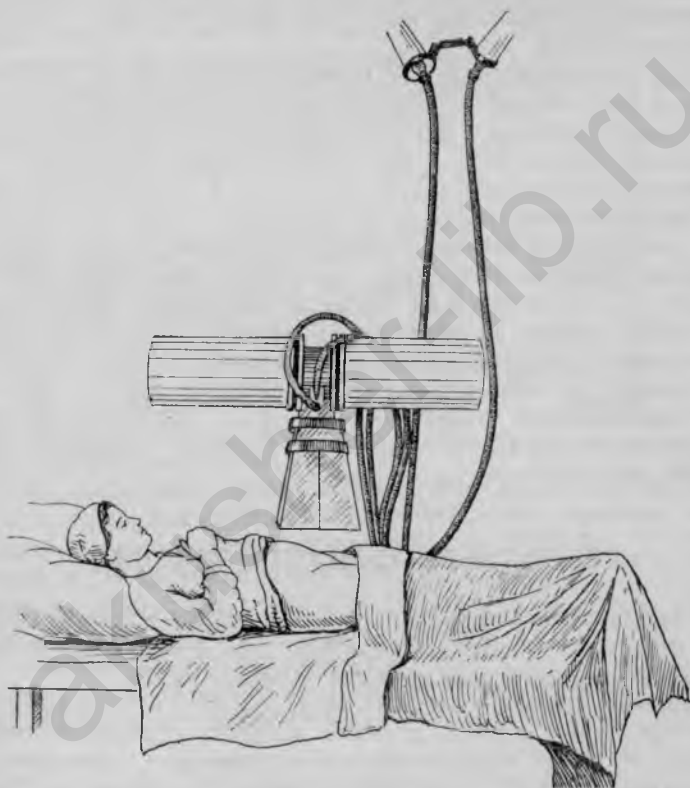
Рентгенотерапия. Все тело больной, кроме участка, подлежащего облучению, укрывается просвинцованной резиной.
